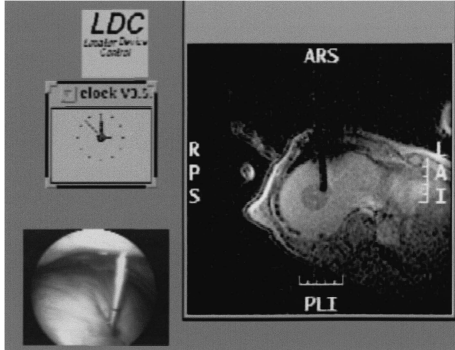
Combined real time MRI and thoracoscopic images in a case of a metastatic liver tumor just below the diaphragm. MR image was acquired with a spoiled gradient echo sequence.
